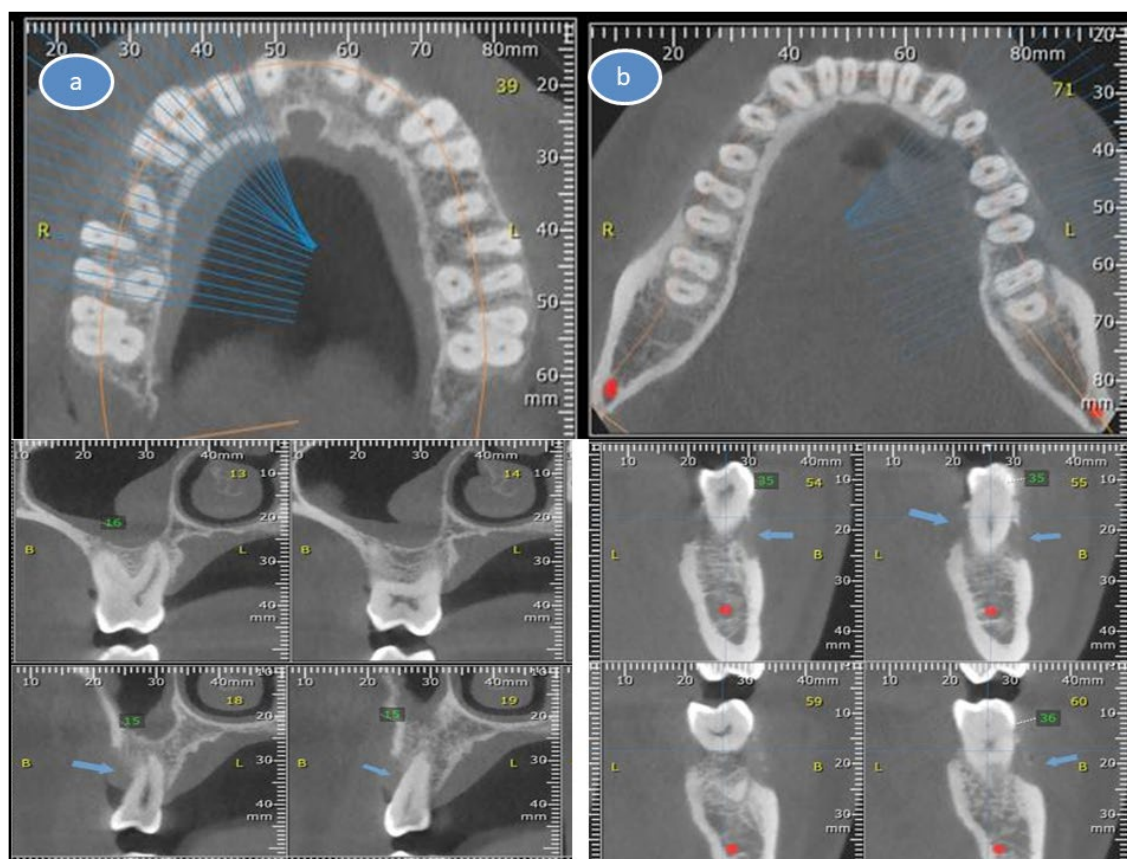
Tomografía computarizada de haz cónico del: (a) maxilar inferior, mostrando en la imagen coronal varios sectores de discontinuidad de la tabla ósea tanto vestibular como lingual, indicativos de osteólisis del hueso alveolar. En los cortes sagitales se ven los detalles del área de osteólisis en la región del hueso alveolar vestibular y lingual, desde el primer premolar hasta la tabla ósea del primer molar izquierdo (flechas azules). En el maxilar superior (b) se observa, en el corte coronal y, con detalle en los cortes sagitales, una extensa zona de pérdida de la tabla ósea vestibular (flechas), correspondientes a la tabla ósea del segundo premolar y primer molar superior derechos. Además aparecen varias áreas de hueso cortical erosionados en la bóveda palatina del mismo lado.
